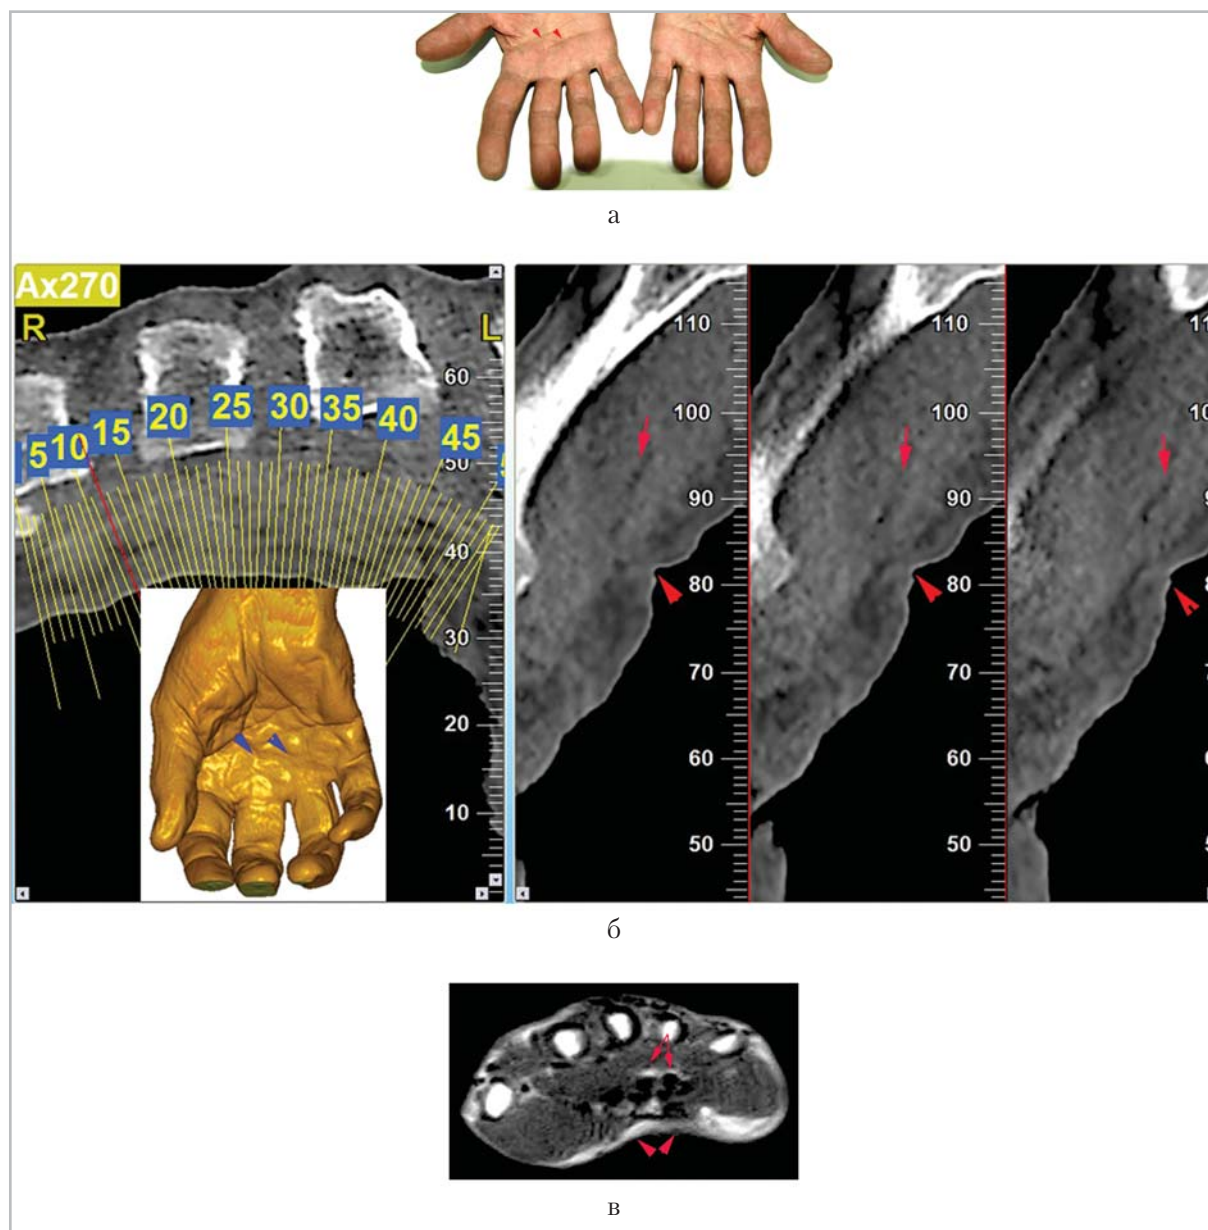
Изображения кисти пациента с контрактурой Дюпюитрена (а), полученные в результате КЛКТ (кроссекции и 3D-реконструкция изображений — б) и МРТ (GRE T1-ВИ — в). Отмечается рубцовая перестройка кожи, подкожно-жировой клетчатки, ладонного апоневроза в проекции средней трети диафиза III и IV пястных костей, с нарушением дифференцировки тканей (головки больших цветных стрелок), признаками тендинита, скоплением жидкости в синовиальных влагаллицах сухожилий сгибателей пальцев (тонкие красные стрелки)
